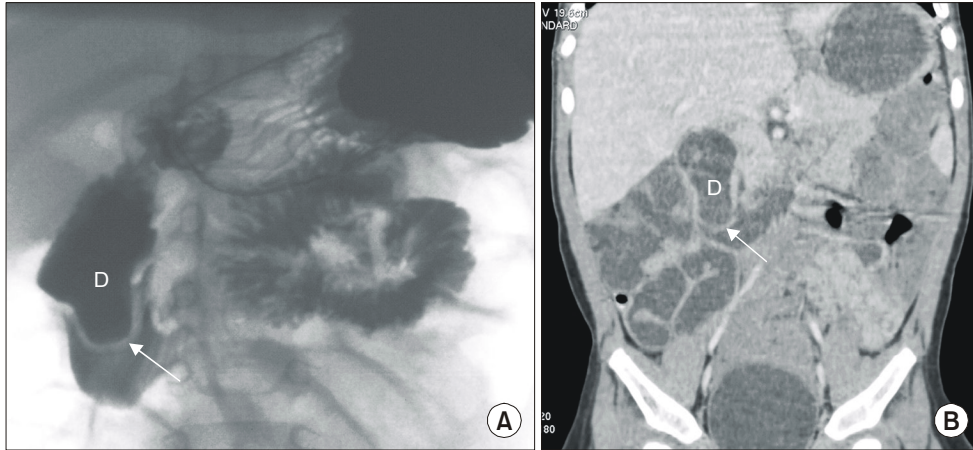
Barium study (A) and reformed coronal CT image (B) showed duodenal web (arrow) on the second portion of duodenum (D).
